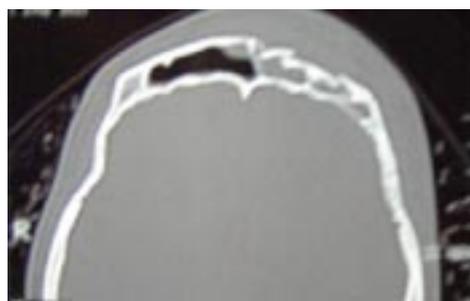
Tomografia evidenciando fratura
